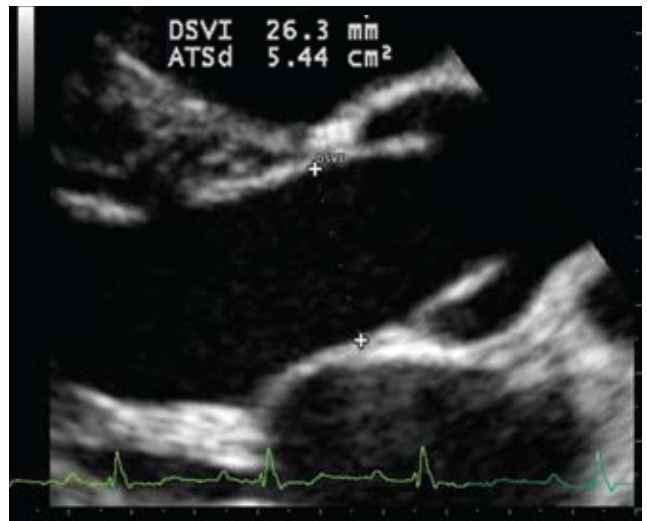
Ecocardiograma eje paraesternal largo, que muestra el diámetro del tracto de salida del ventrículo izquierdo, que permite estimar el área del mismo.
